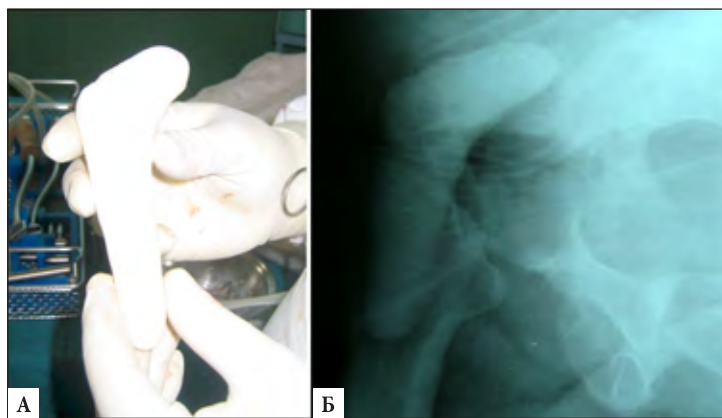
Пациент В.: А – вид цементного спейсера; Б – рентгенограмма тазобедренного сустава с спейсером.
